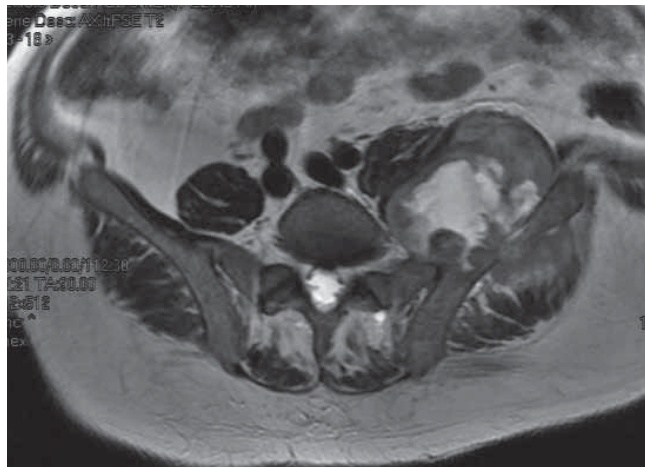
Imagen de resonancia magnética mostrando el tumor.
